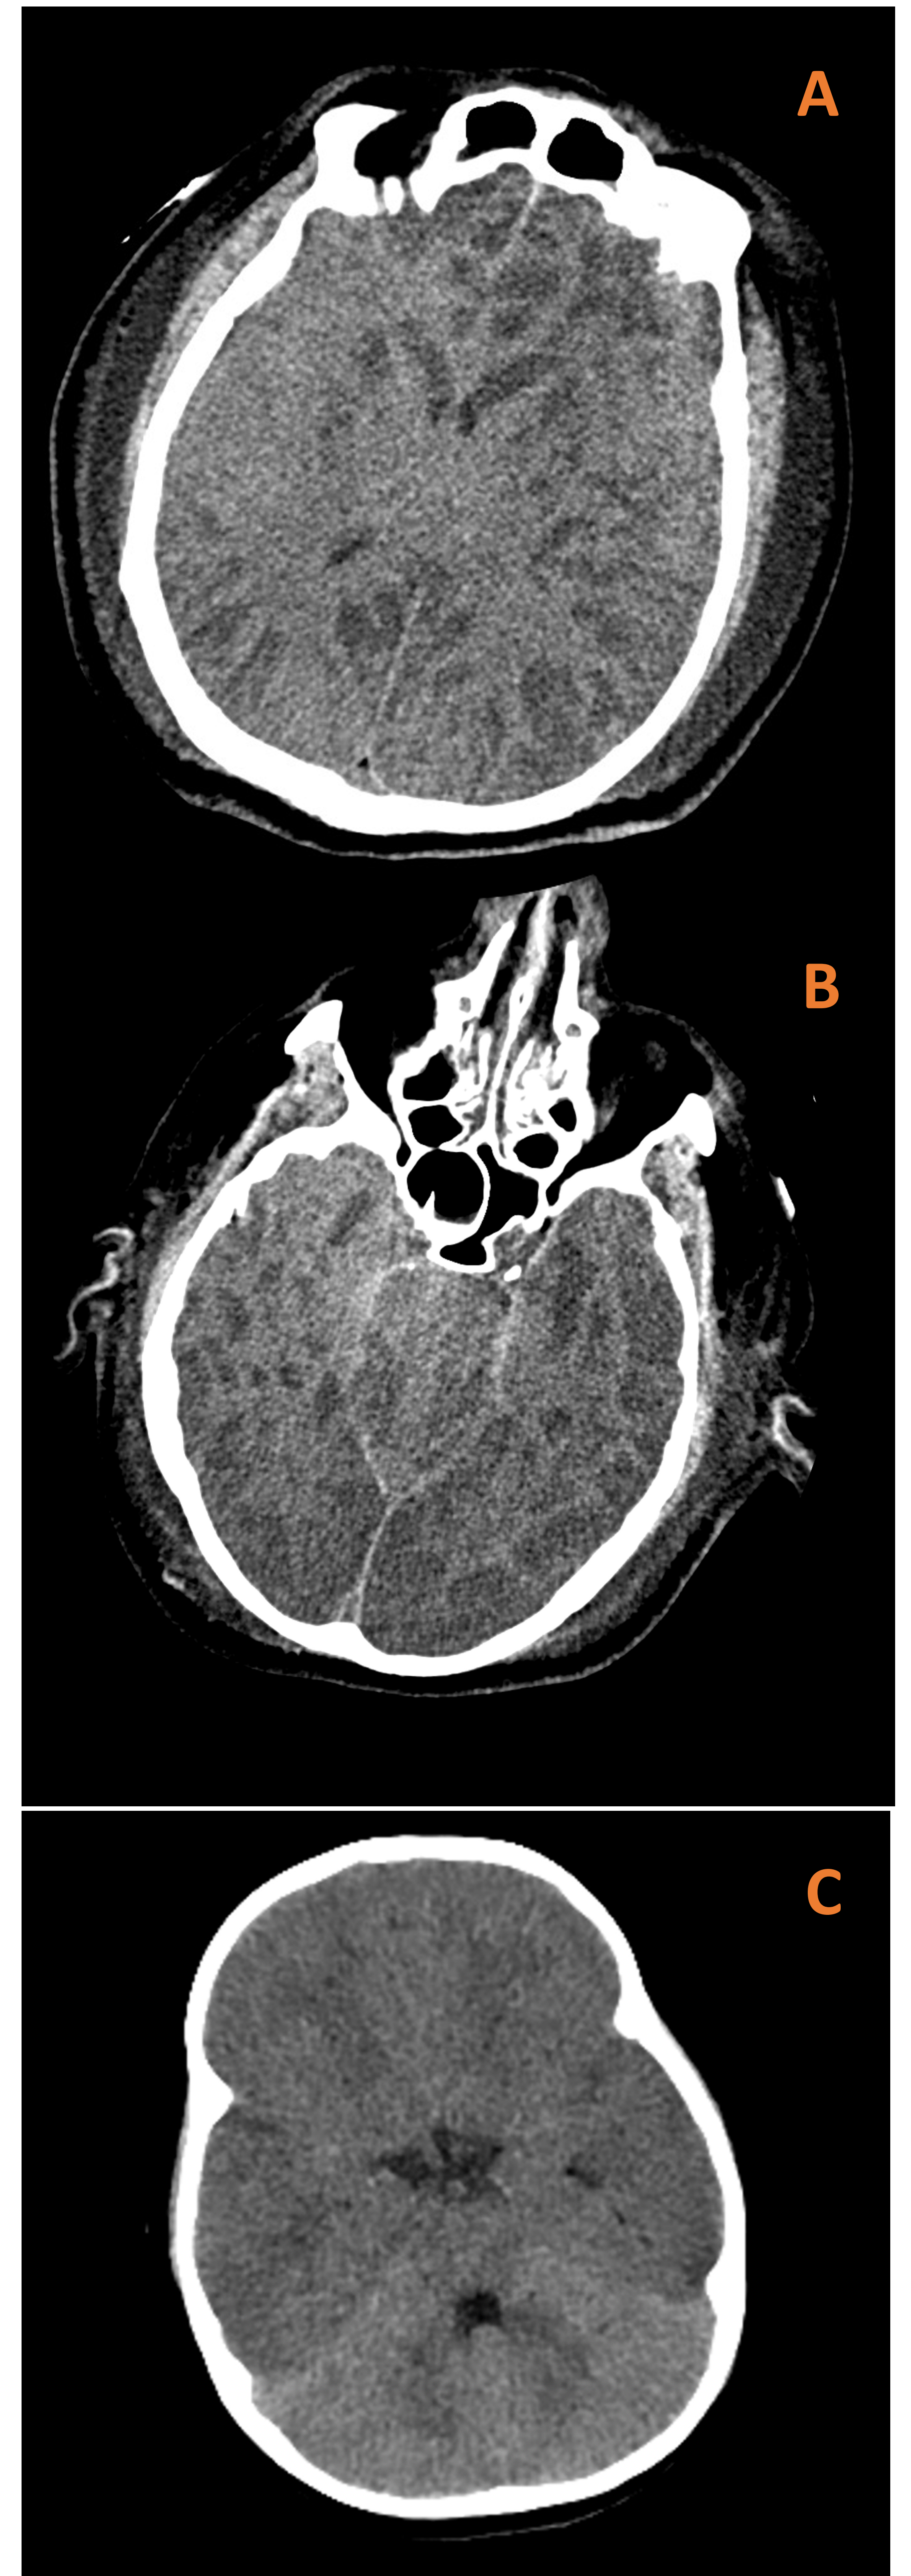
Imágenes de TC sin contraste con signo de reversión de diferenciación córtico-subcortical (A, B). Otro paciente con signo de cerebelo blanco (C).
